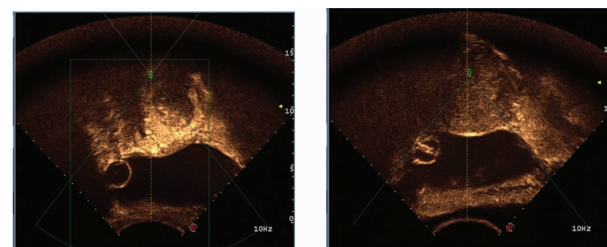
HIFU 治疗前后胎盘植入病灶超声造影图像
